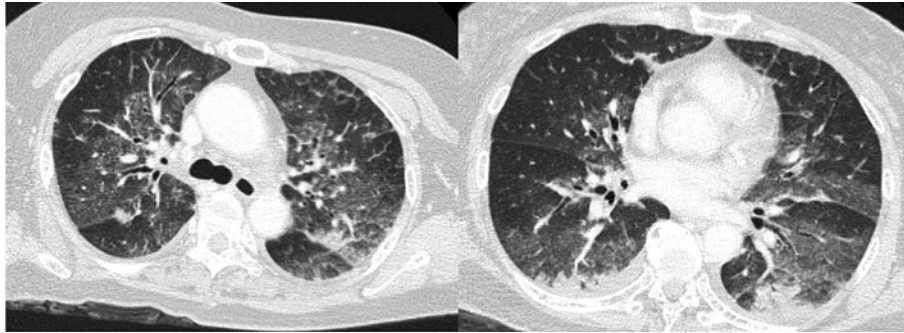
入院時胸部CT. 両肺に小葉間隔壁の肥厚を伴うすりガラス様陰影を認める. 少量の両側胸水も認める.
